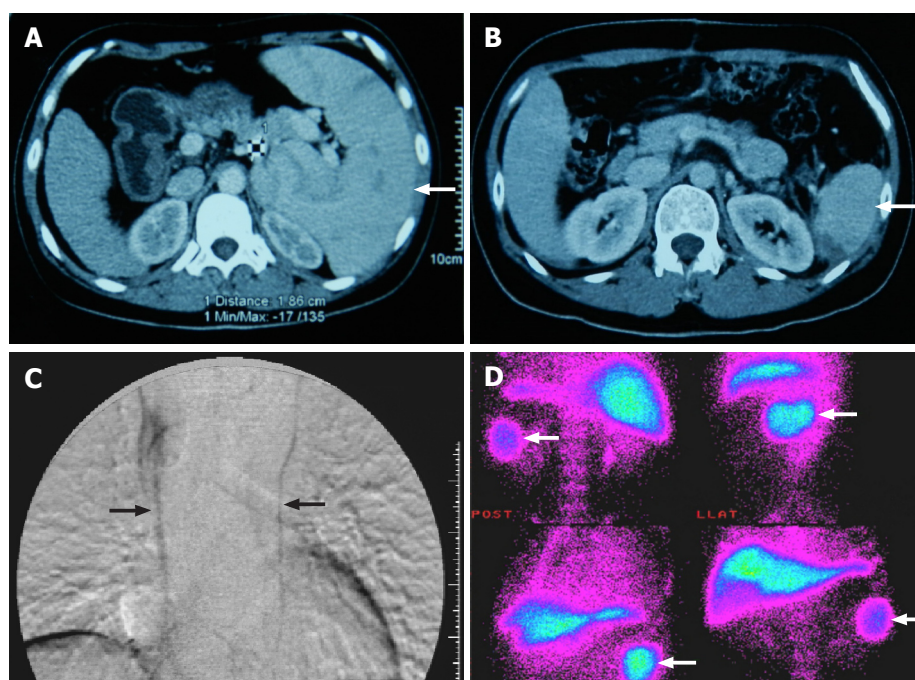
术后腹腔残脾和胸腔分流血管影像。A: 术前强化CT显示脾脏体积增大(箭头所示); B: 术后强化CT显示腹膜后残脾存活(箭头所示); C: 术后1月胃网膜血管留置导管造影, DSA显示胸骨后网膜血管与奇静脉和半奇静脉形成侧支循环, 即门-上腔静脉分流; D: 术后半年, 锝^{99m}同位素扫描显示残脾具有吞噬功能(箭头所示)。CT: 电子计算机断层扫描; DSA: 数字减影血管造影。
